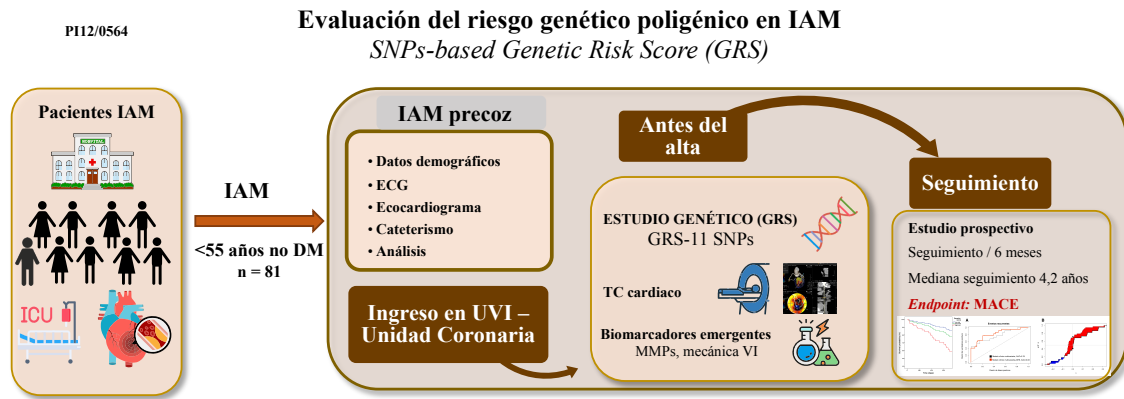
Protocolo clínico 1 para la evaluación del riesgo genético poligénico. *Estudio prospectivo con pacientes no diabéticos de edad inferior a 55 años ingresados por IAM, realizándose estudio genético (determinación de SNPs y GRS), cuantificación de metaloproteinasas, TC coronario y seguimiento clínico a largo plazo para la identificación de eventos cardiovasculares recurrentes.*
